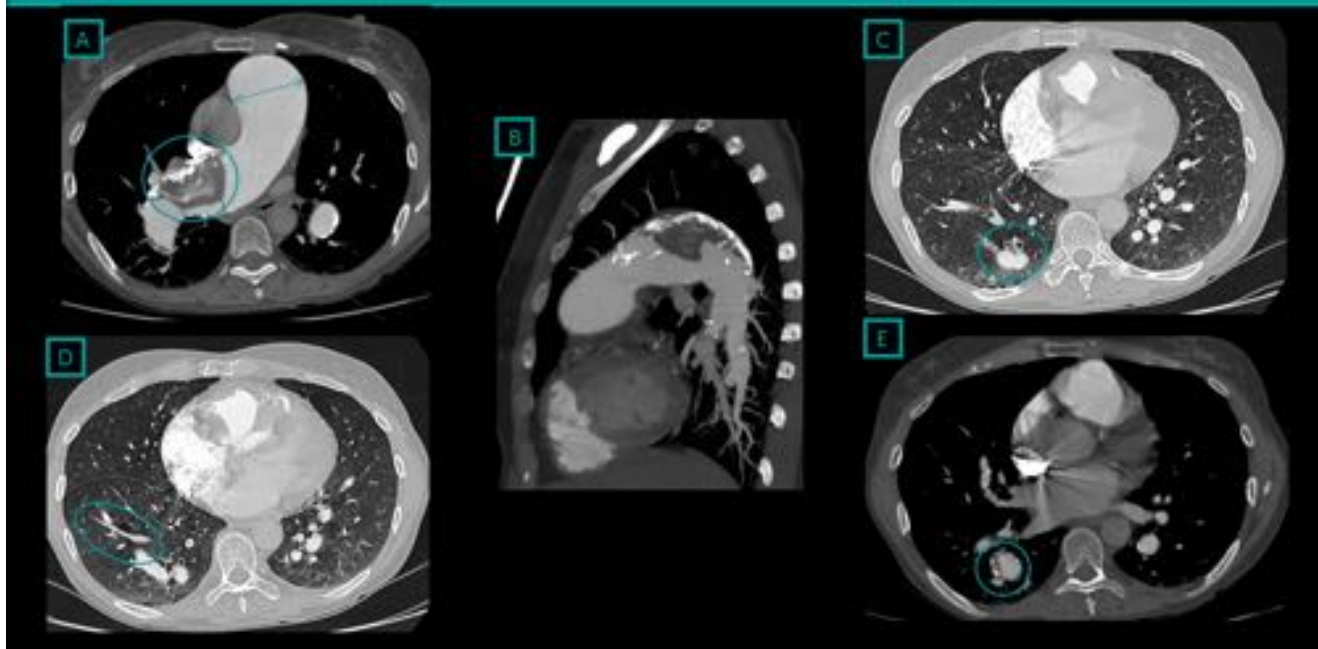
TC: HPTA de etiología multifactorial (VIH, TEP crónico y probable conectivopatía). A: Doble
